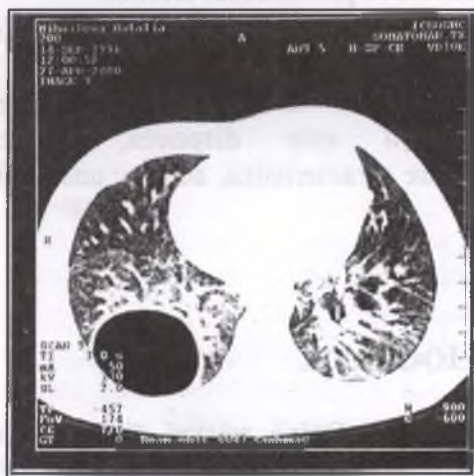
Tomografie computerizată Chist pulmonar aerian al plămânului drept.
